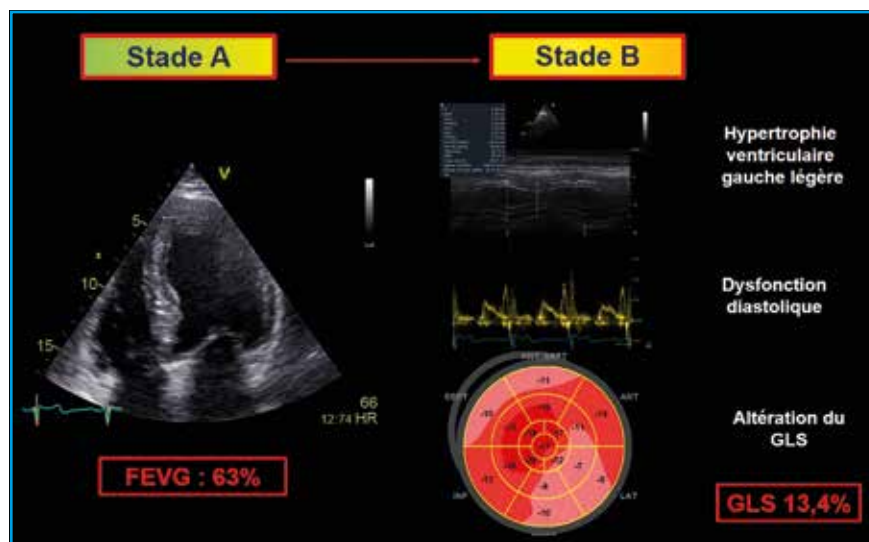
Échocardiographie systématique chez un homme asymptomatique de 65 ans diabétique de type 2. Avant l'échocardiographie, ce patient est logiquement considéré en stade A de la classification ACC/AHA de l'insuffisance cardiaque, c'est-à-dire asymptomatique, avec facteur de risque mais sans anomalie structurale. L'échocardiographie avec la mise en évidence d'une hypertrophie légère, d'une dysfonction diastolique et une altération modérée du GLS change son statut (stade B) avec un risque supérieur d'évoluer vers une IC.
